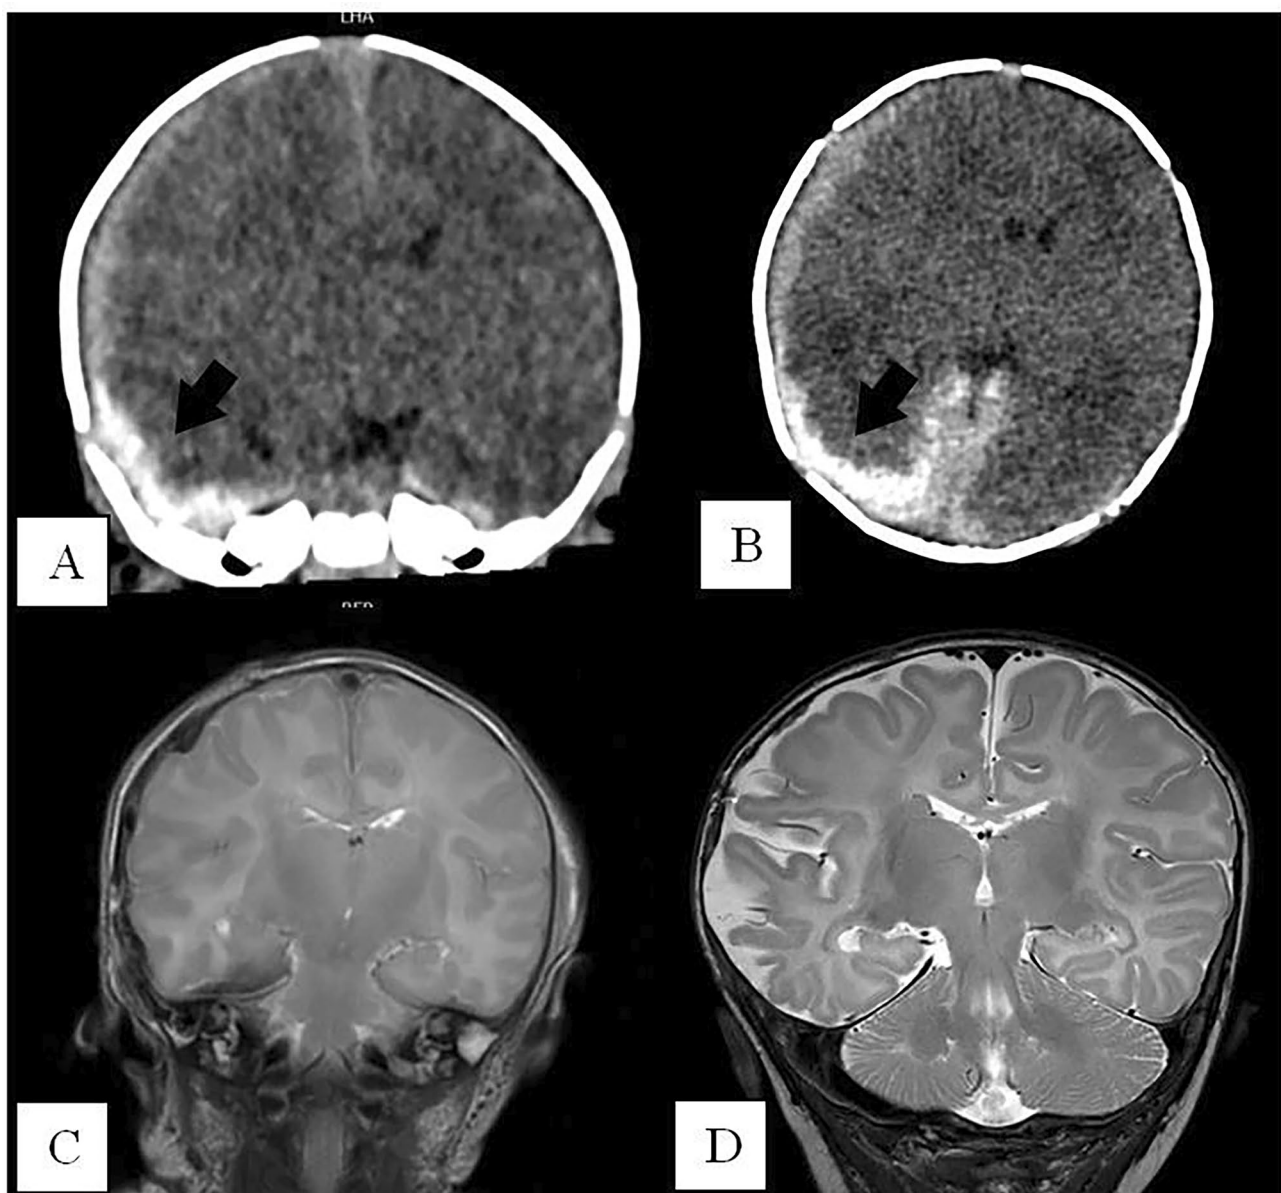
The CT scans (A coronal, subdural hematoma marked by black arrow; B axial, subdural hematoma marked by black arrow) show the subdural hematoma on the right side with midline shift to the left. C The postoperative MRI scan (T2, coronal) 1 day after surgery shows
